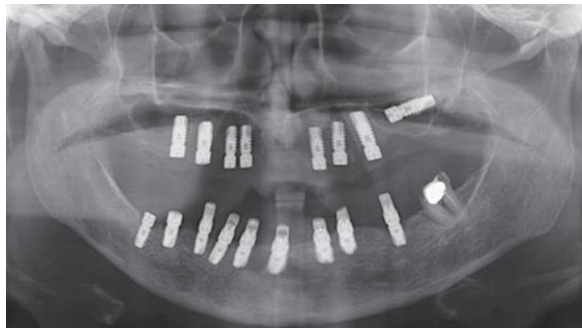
Implante dental migrado al seno maxilar (Radiografía panorámica)
